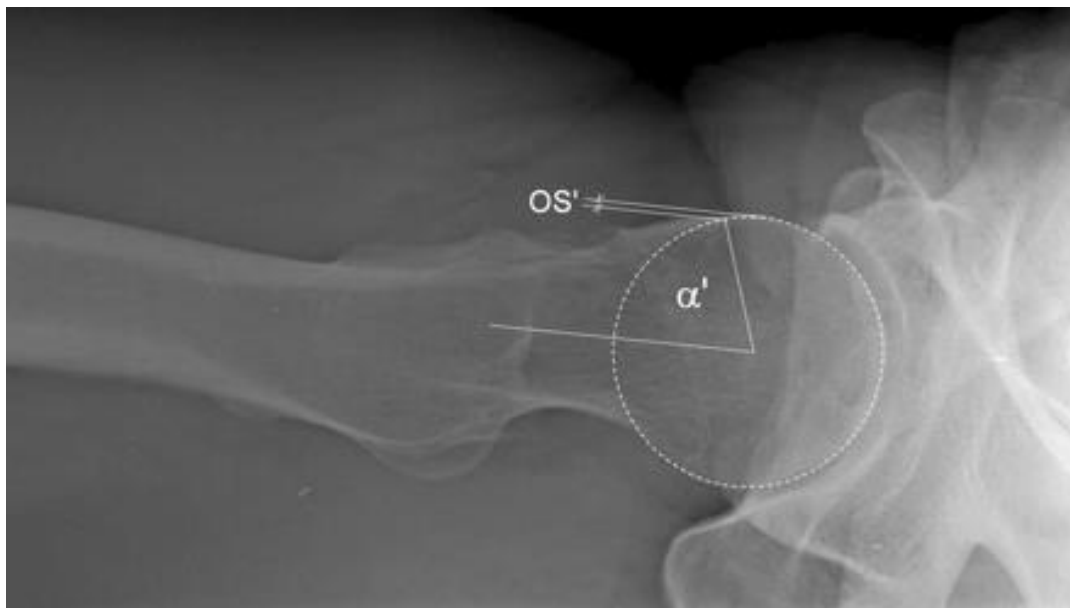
Presenza di una malformazione tipo Cam vista all'indagine radiografica, confermata dall'aumento patologico dell'alpha angle a circa 70°.
